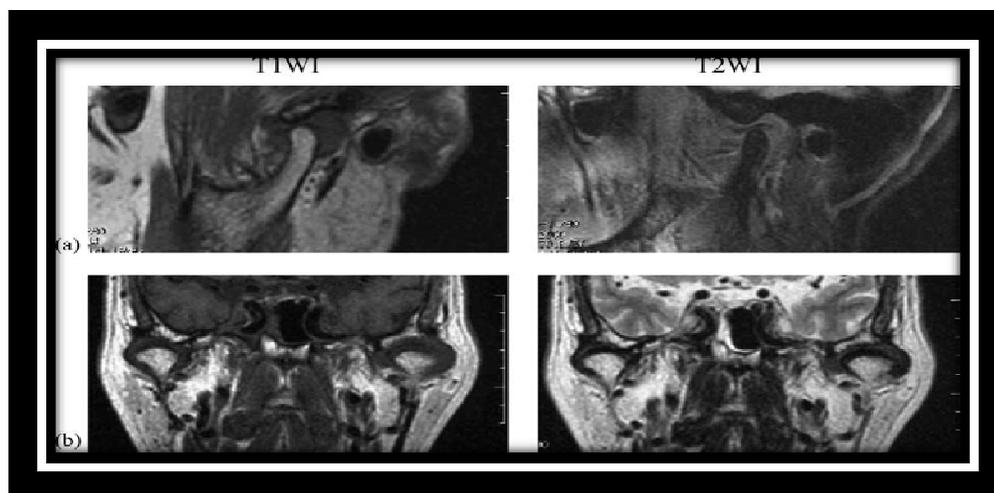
Resonancia Magnética de la paciente.<sup>33</sup>
